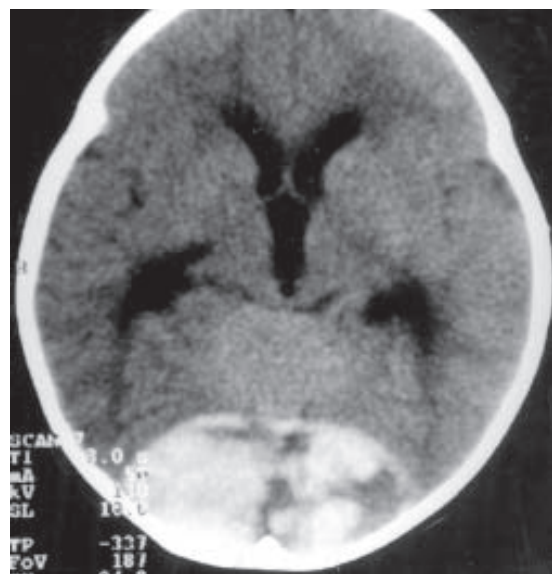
Tomografia computadorizada: hematoma extradural bilateral na região occipital.
